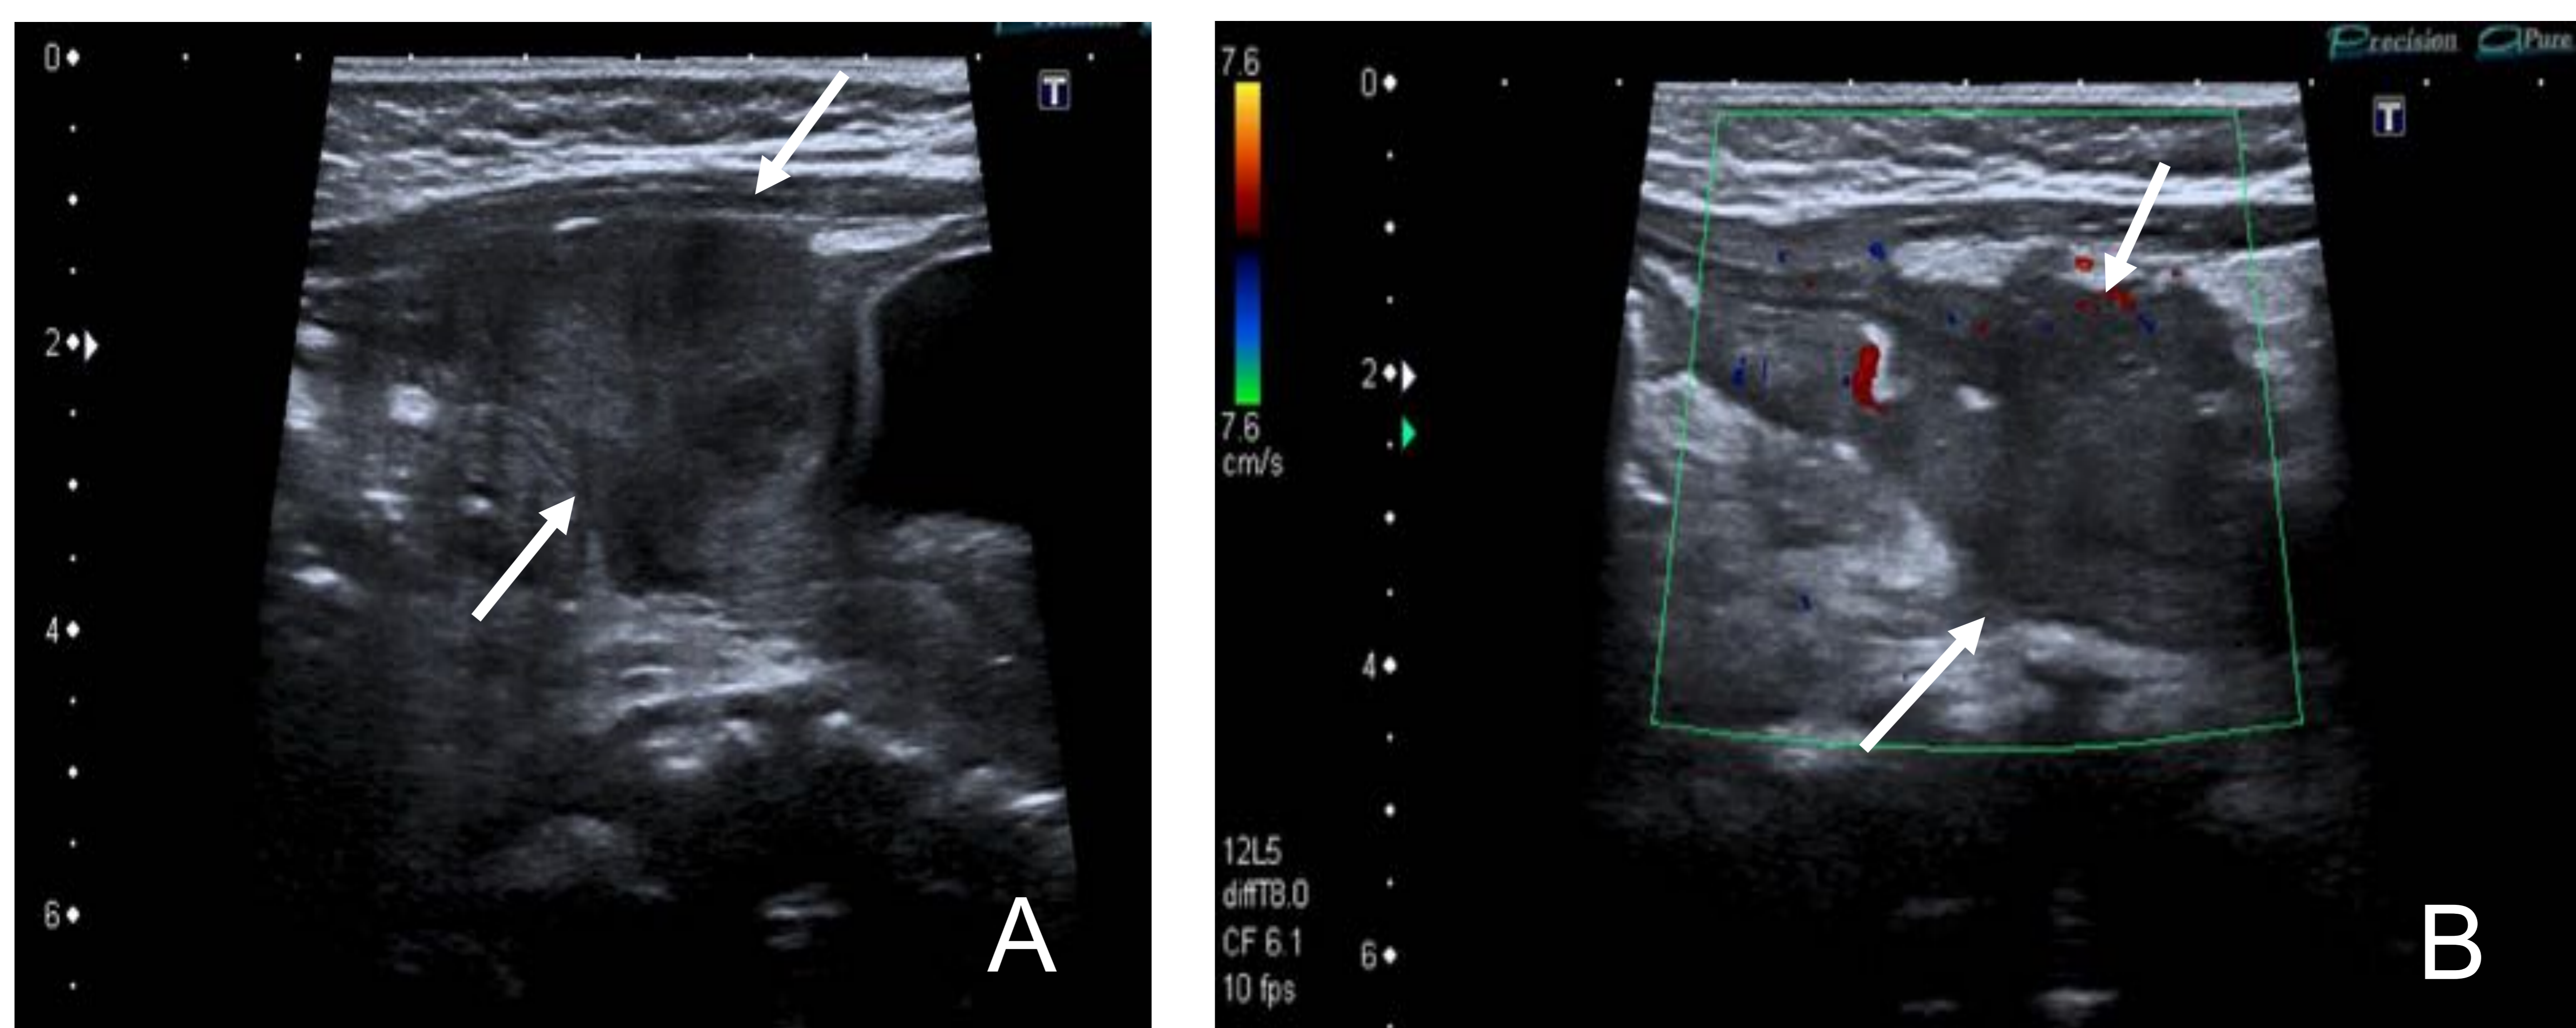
Plano sagital de ecografía en modo B (A) y Doppler color (B) que identifica lesión hipoeecogénica heterogénea bien delimitada de morfología irregular, sin flujo interno con el doppler color aunque si presente periférico a la lesión y que se localiza sobre el domo de la vejiga sin identificar conexión con la luz de la misma (flechas). Hallazgos compatibles con quiste uracal infectado en niño de 5 meses con masa abdominal palpable dolorosa.
